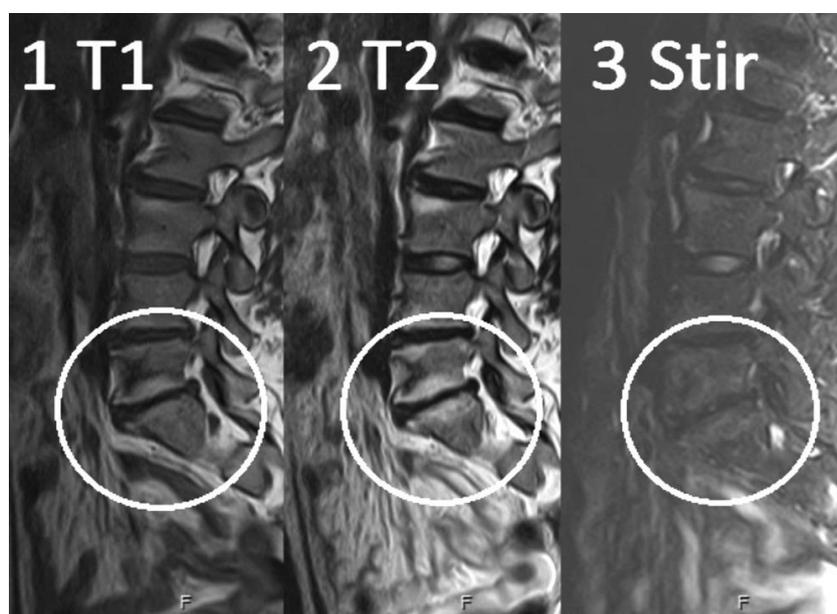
№9. Изменения на МРТ по типу MCh2. 1 - гиперинтенсивный сигнал на T1-ВИ; 2 - гиперинтенсивный сигнал на T2-ВИ; 3 - гипоинтенсивный в режиме подавления сигнала от жира (STIR)
